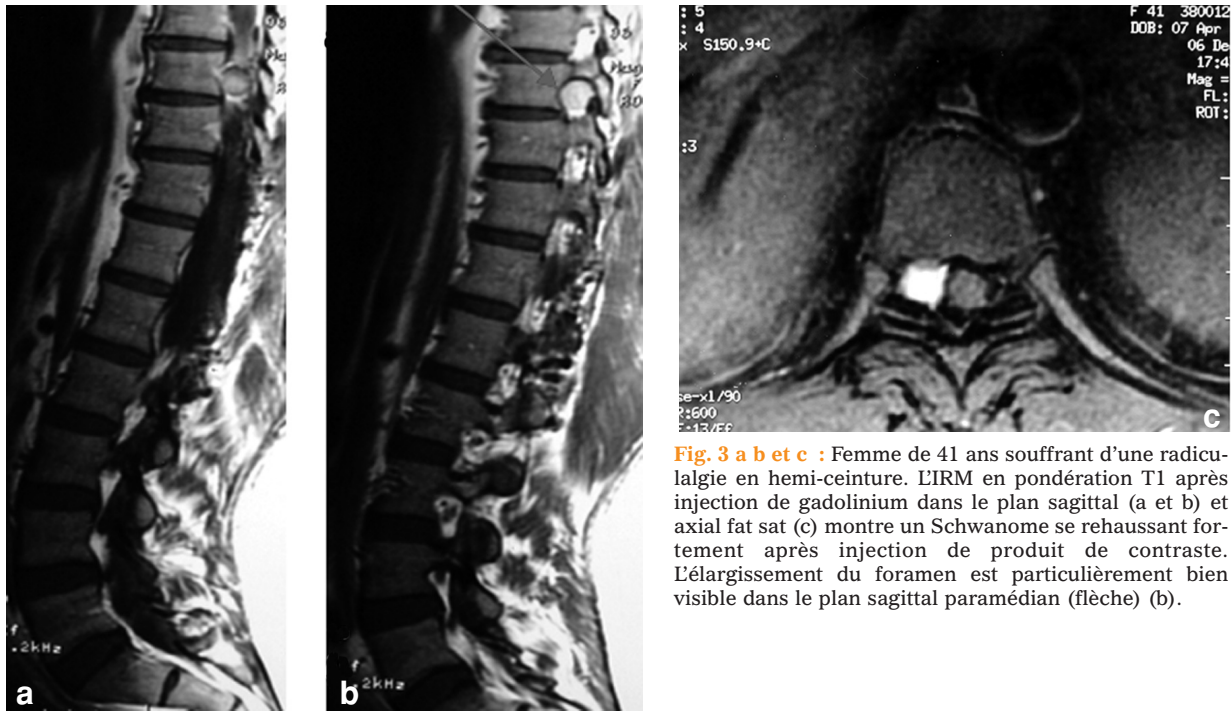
a b et c : Femme de 41 ans souffrant d'une radiculalgie en demi-ceinture. L'IRM en pondération T1 après injection de gadolinium dans le plan sagittal (a et b) et axial fat sat (c) montre un Schwannome se rehaussant fortement après injection de produit de contraste. L'élargissement du foramen est particulièrement bien visible dans le plan sagittal paramédian (flèche) (b).
